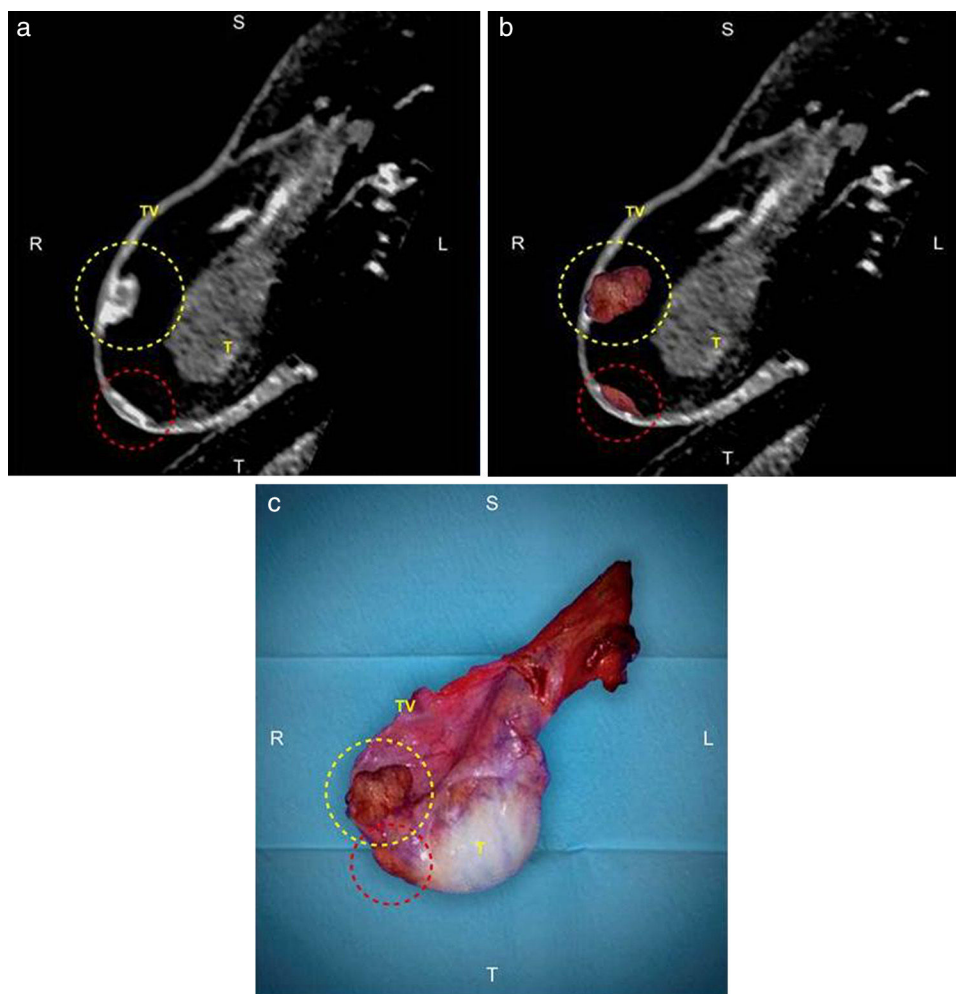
Correlación entre la RM y la macroscopia. (a) Reconstrucción multiplanar de la secuencia ponderada en T1 con gadolinio en RM; (b) fusión con la macroscopia de la RM; y (c) macroscopia de la orquiectomía radical derecha. El círculo amarillo señala una lesión nodular-exofítica localizada en la túnica vaginal, mientras que el círculo rojo identifica la lesión plana localizada en la túnica vaginal.
